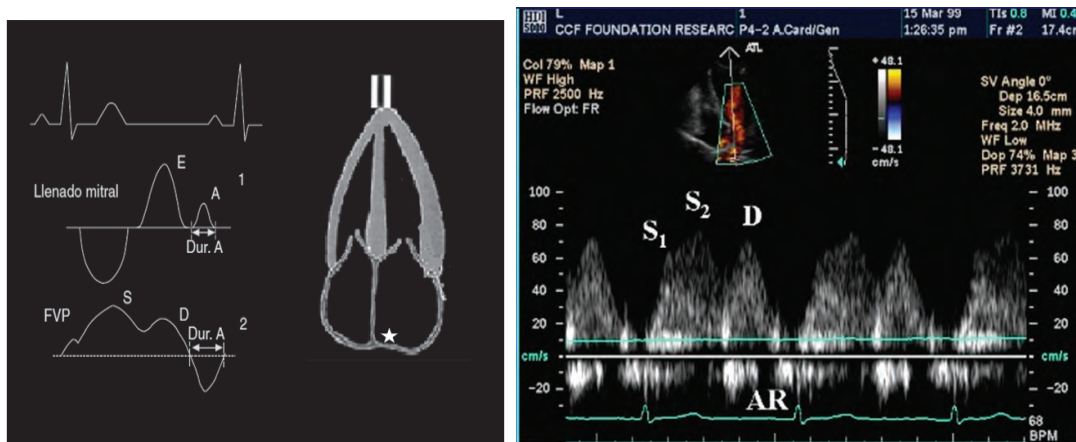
Patrón de doppler pulsado de flujos de venas pulmonares (FVP) y su relación con el llenado diastólico mitral. S= onda sistólica, D= onda diastólica, Ar= reverso auricular o retrógrada de contracción auricular.
